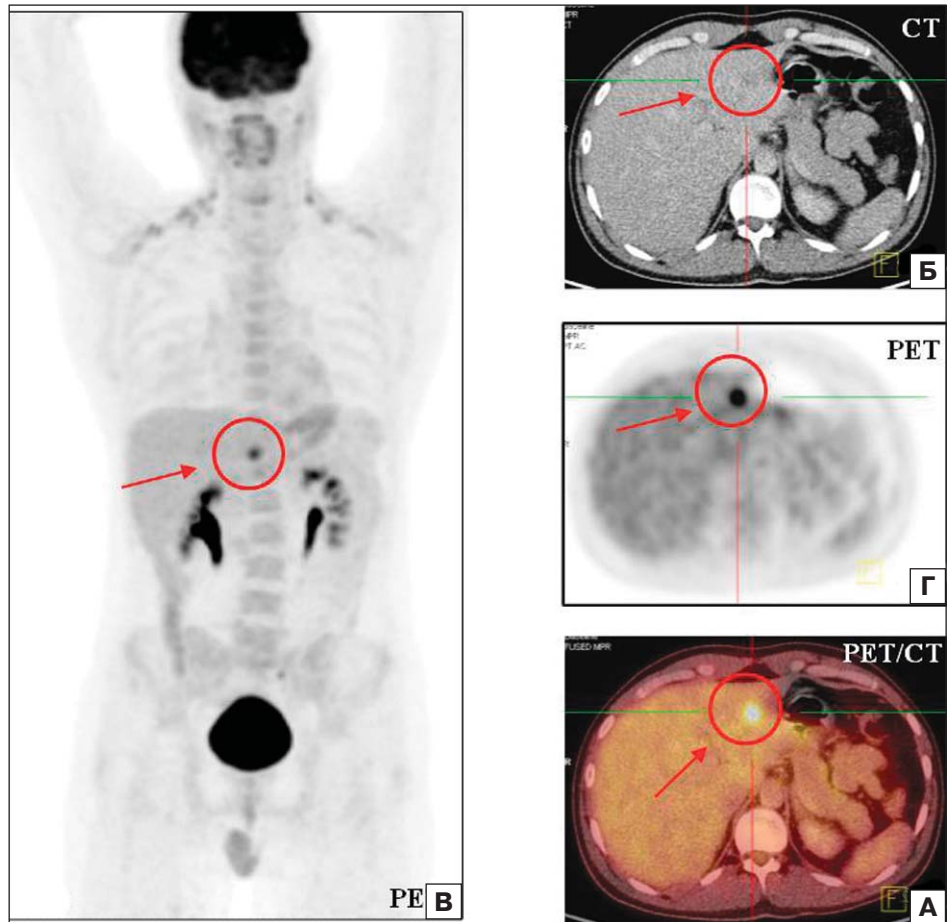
Б-й П., 36 лет, T3b (IIIa), 3 года после брахитерапии. А — по данным ПЭТ/КТ получены данные о наличии активной специфической ткани в единичном образовании левой доли печени; Б — КТ; В, Г — ПЭТ. В левой доле печени гиподенсное образование размером 15 мм в диаметре, которому соответствует патологический очаг гиперметаболической активности (SUVmax = 8,4).
